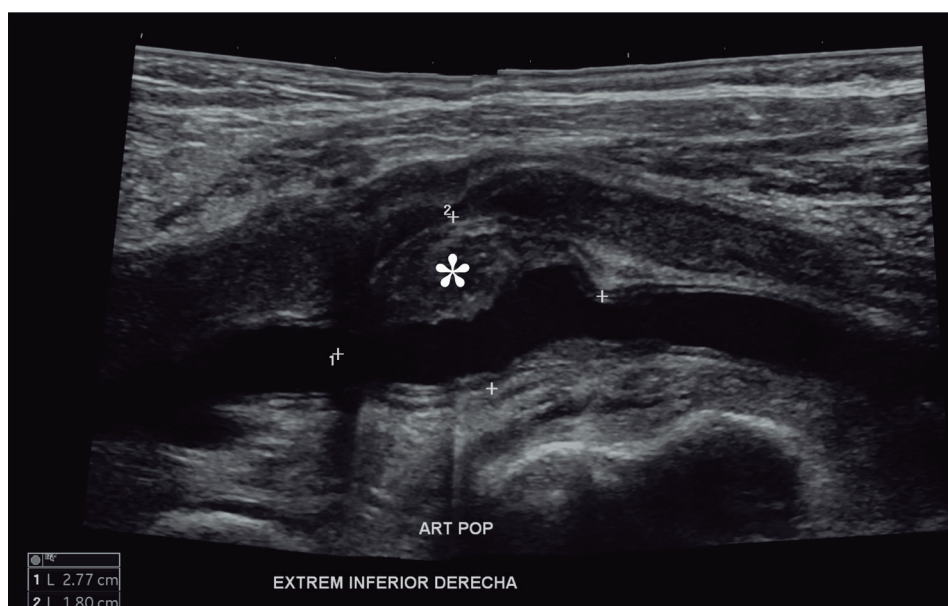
Estudio ultrasonido (US) en escala de grises de la fosa poplítea mostrando un corte en el eje sagital la arteria poplíteas, la cual presenta dilatación aneurismática con trombosis parcial de su lumen. (*) trombo ecogénico
